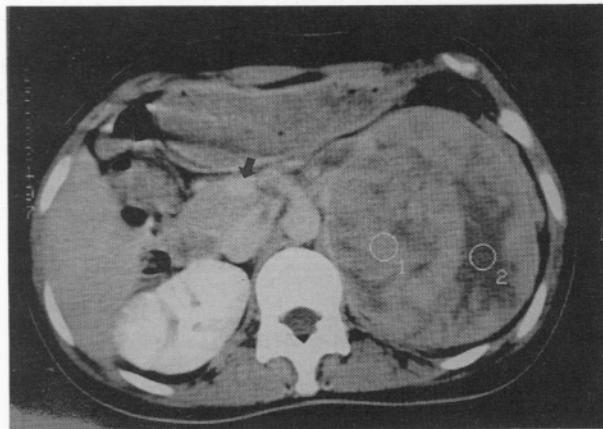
Abdominal CT scan shows 12cm sized heterogeneous mass on the upper pole of the left kidney, and lymph nodes enlargement at paraaortic & aortocaval area(black arrow).
